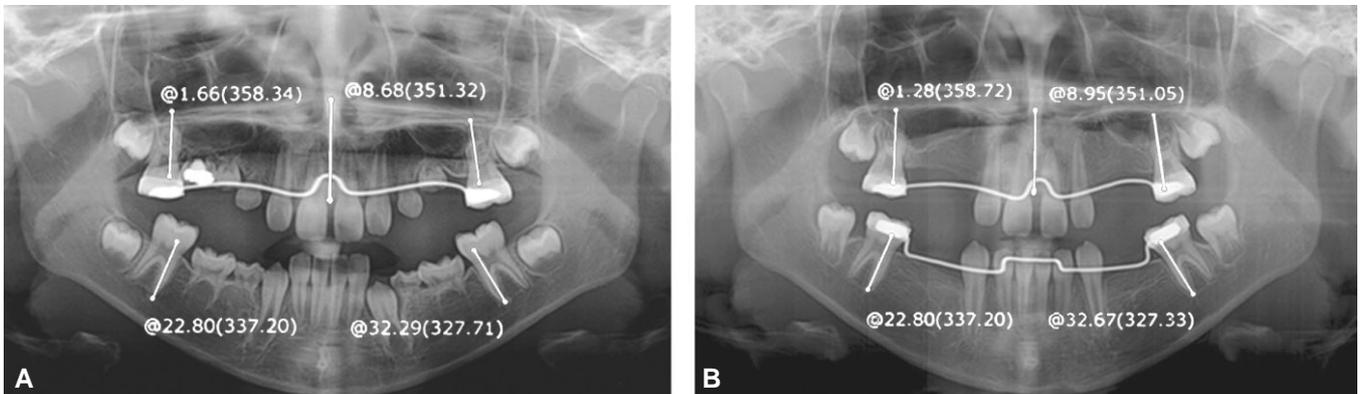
Panoramic radiographs show the changes of edentulous area after extraction. The increase in size of angles between the surface of mesial roots of first molars and adjacent alveolar ridges was observed. (A) before extraction (8Y11M) (B) about 2 years after extraction (10Y10M).
